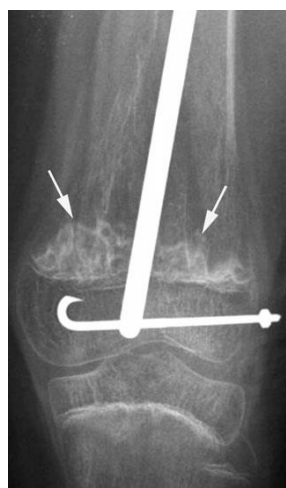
Radiografia antero-posterior do joelho em uma criança com OI tipo III com histórico de osteossíntese do fêmur com calcificações em popcorn (setas) e margens escleróticas. (20)
